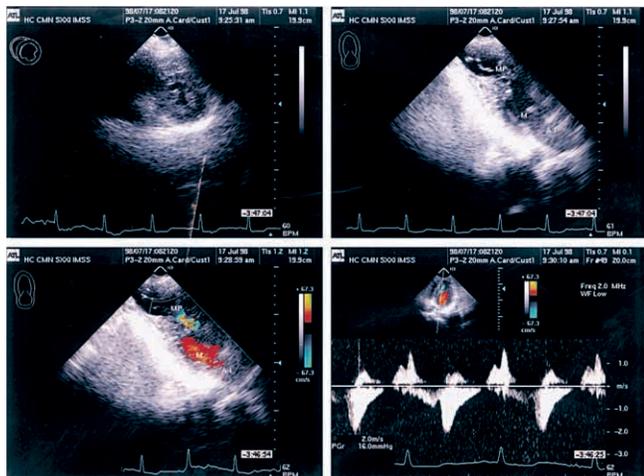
Imágenes de ecocardiografía Doppler. a) superior izquierda: ecocardiograma bidimensional eje corto en la que se observa una cavidad muy reducida por hipertrofia ventricular predominantemente de músculos papilares y pared posterior; b) superior derecha: ecocardiograma bidimensional eje largo en el que destaca el aneurisma apical y la hipertrofia del músculo papilar (MP) posterior; c) misma imagen y corte que en b) en la cual el color hace evidente la obstrucción a nivel medio ventricular; d) el registro espectral de Doppler muestra el característico patrón con gradiente paradójico diastólico.
